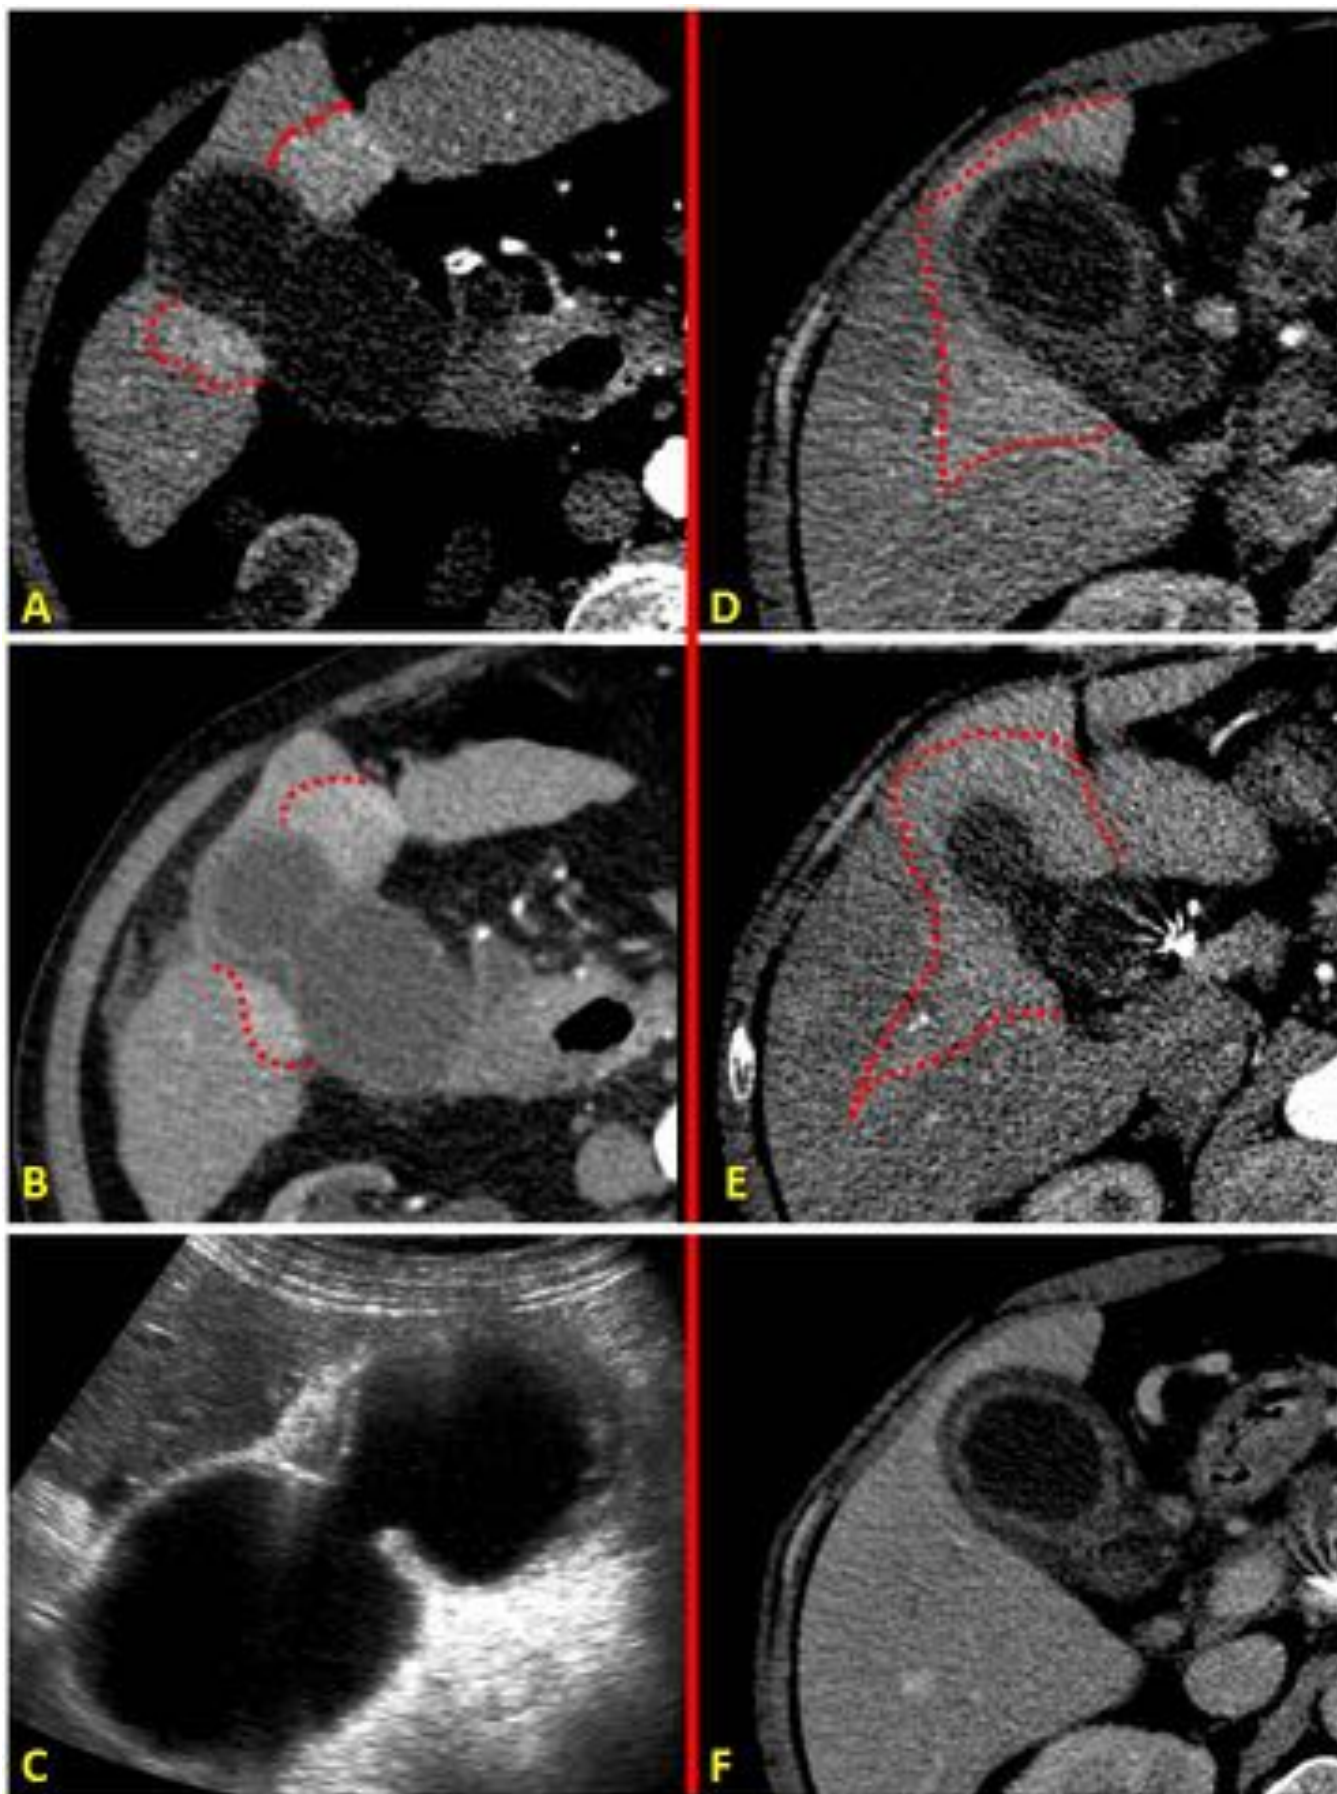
Signo del hiperrealce del parénquima hepático en estudios de TC abdominopélvico en fase arterial, realizados por otra causa. (A,B) Varón de 87 años con sospecha de isquemia mesentérica. La línea de puntos delimita el hiperrealce del parénquima hepático. La ecografía complementaria confirmó CA. (D-F): Varón con sospecha de complicación de aneurisma de aorta. Al realce del parénquima se le añade engrosamiento y realce de la mucosa vesicular. La pieza quirúrgica reveló CA sobre crónica.
